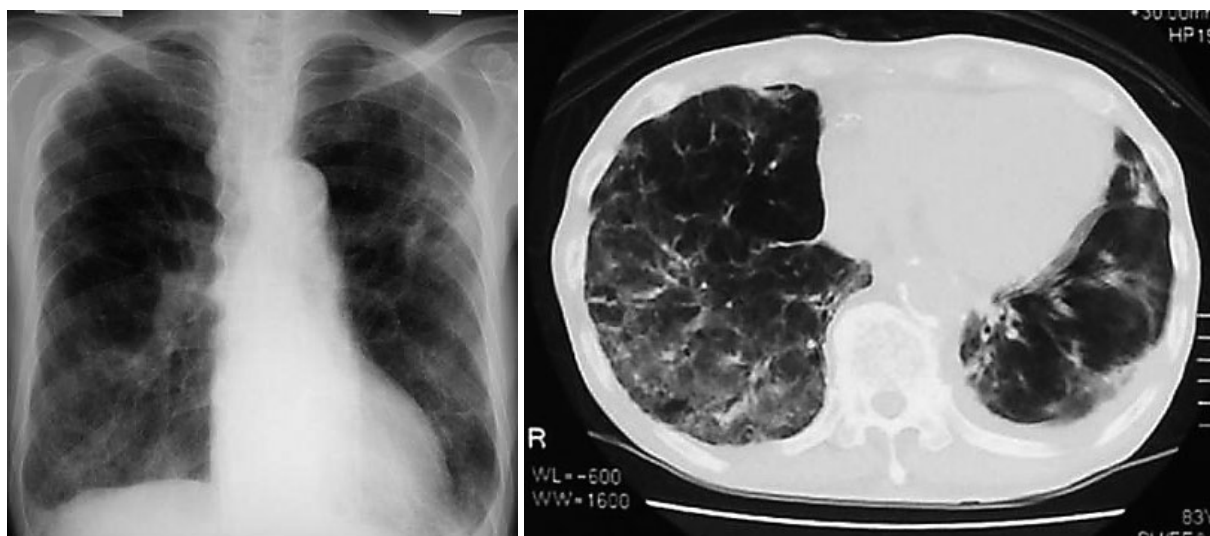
Case 2. Chest radiograph (left) and thoracic computed tomography scan (right) on admission showing the interstitial shadow in the right lower lung field
